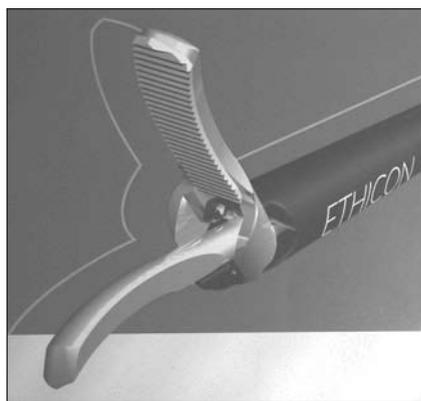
Ligature ultrasonique avec le système Ultracision®.
